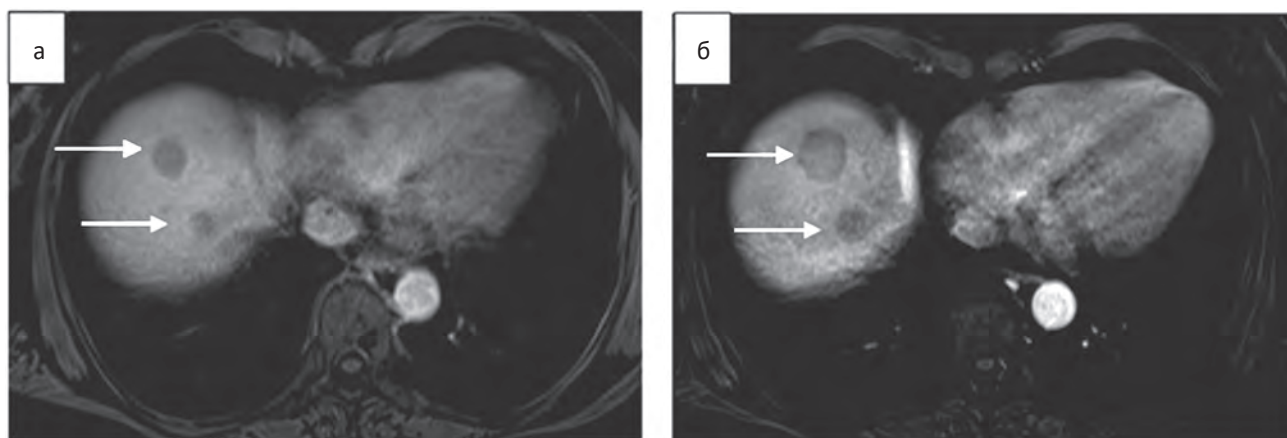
Аксиальные магнитно-резонансные томограммы брюшной полости с внутривенным контрастированием (примовист, 10 мл), венозная фаза. Сравнение данных МРТ от 07.02.23 г (а) и 28.06.23 г (б).
